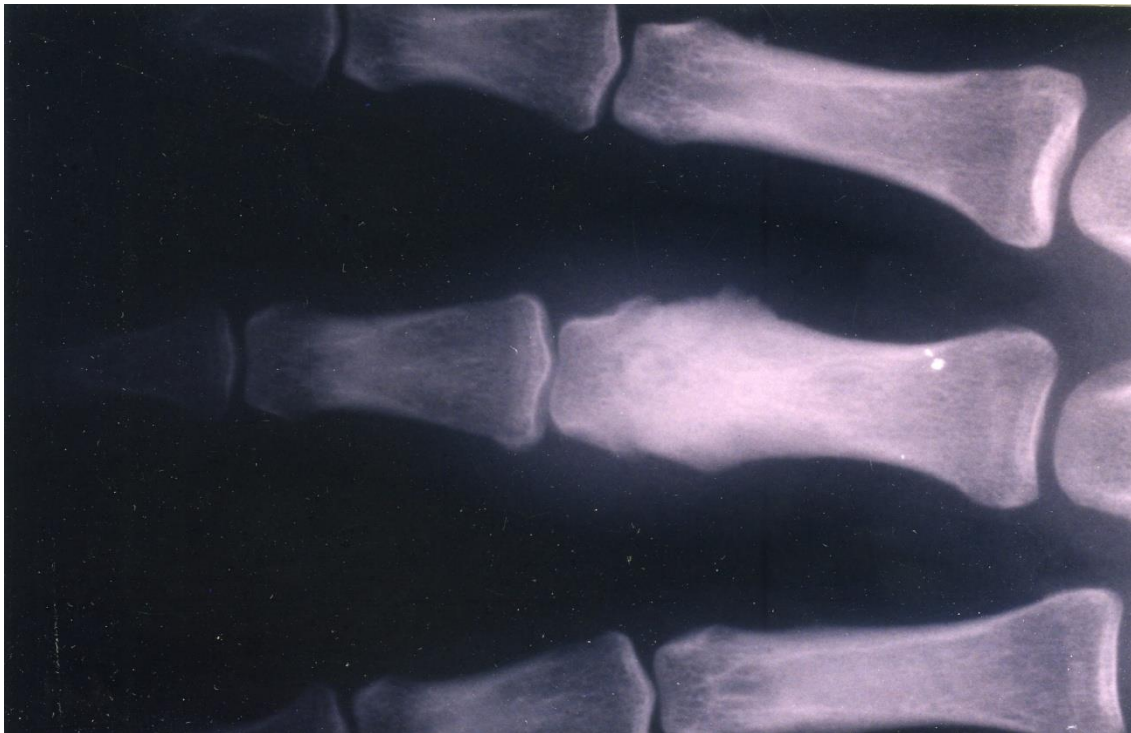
radiographie standard montrant une ostéocondensation de la 1ère phalange du 3ème doigt et une image lacunaire radio transparente avec opacité excentrée
